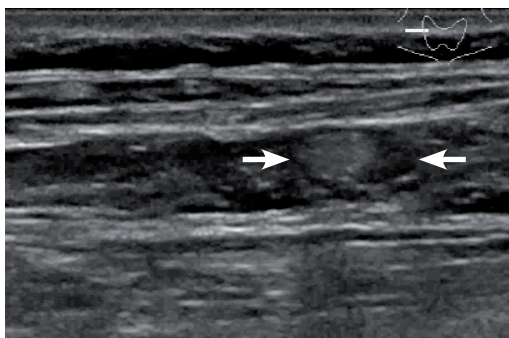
Gruczolak przytarczycy prawej – w badaniu USG przedstawia się jako lita, owalna, hipoechogeniczna zmiana położona poniżej dolnego bieguna płata prawego tarczycy (zdjęcie dzięki uprzejmości dr hab. n. med. RZ Słapy)
